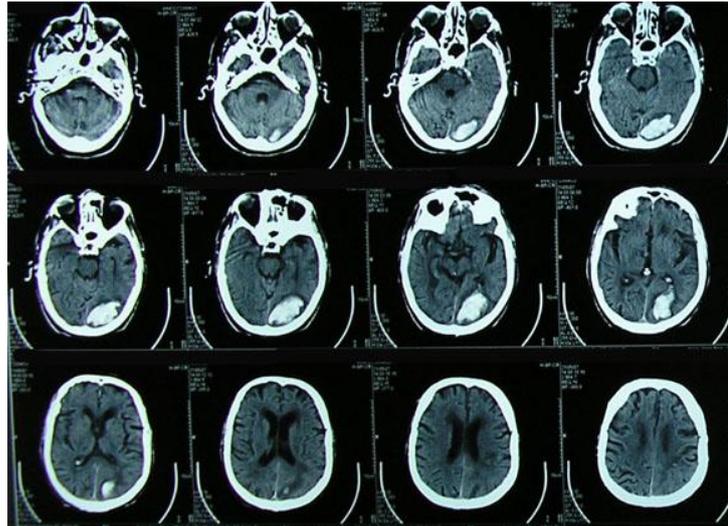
Tomografía computarizada.²³
